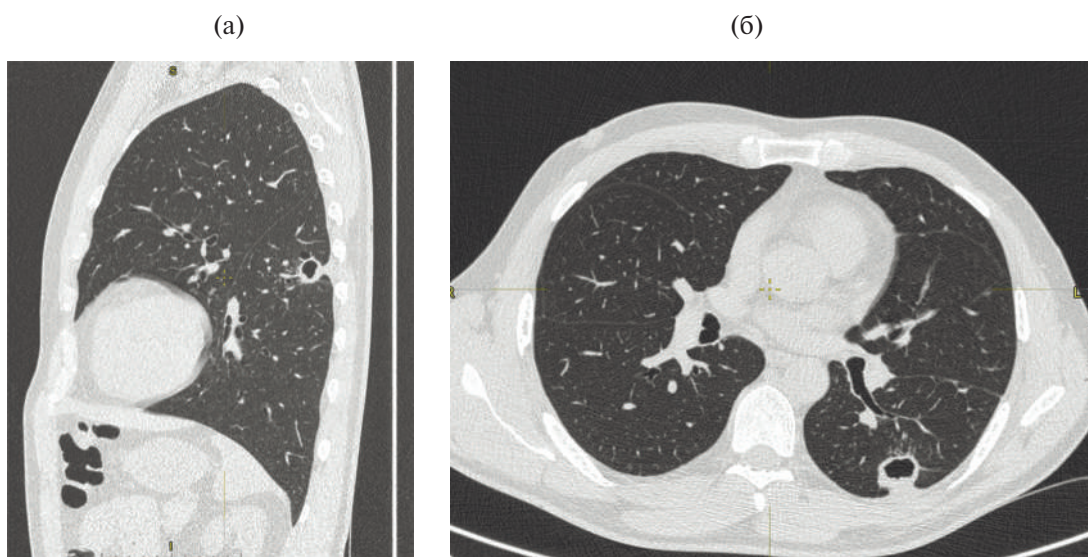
КТ ОГК пациента Л. от 09.09.2017, легочное окно: а – сагиттальная реконструкция, б – аксиальный срез.
